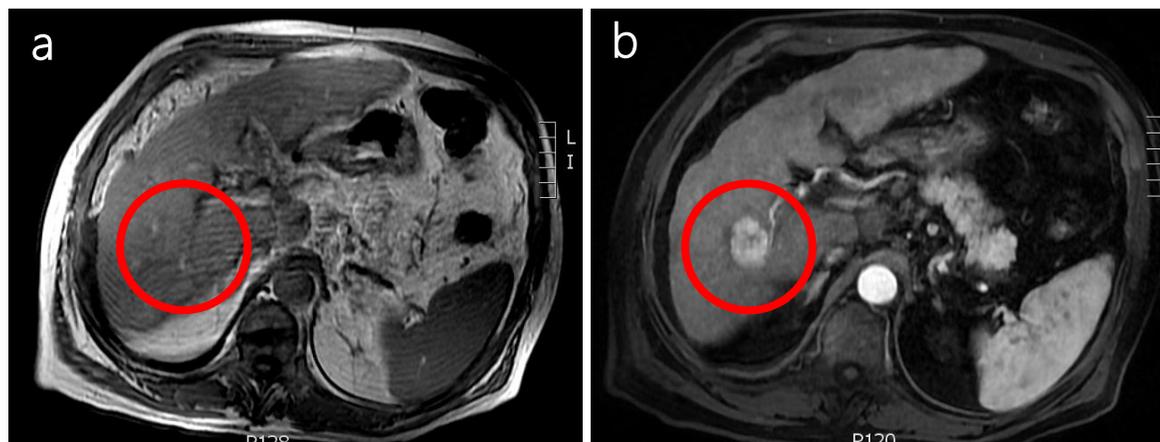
Sequências de RM ponderadas em T1 sem contraste (a) e pós-contraste nas fases arterial (b), portal (c) e tardia (d) mostram uma lesão com rápido hiperrealce arterial (wash-in) e rápido wash-out nas fases posteriores, com realce da cápsula (o padrão é típico de CHC).
